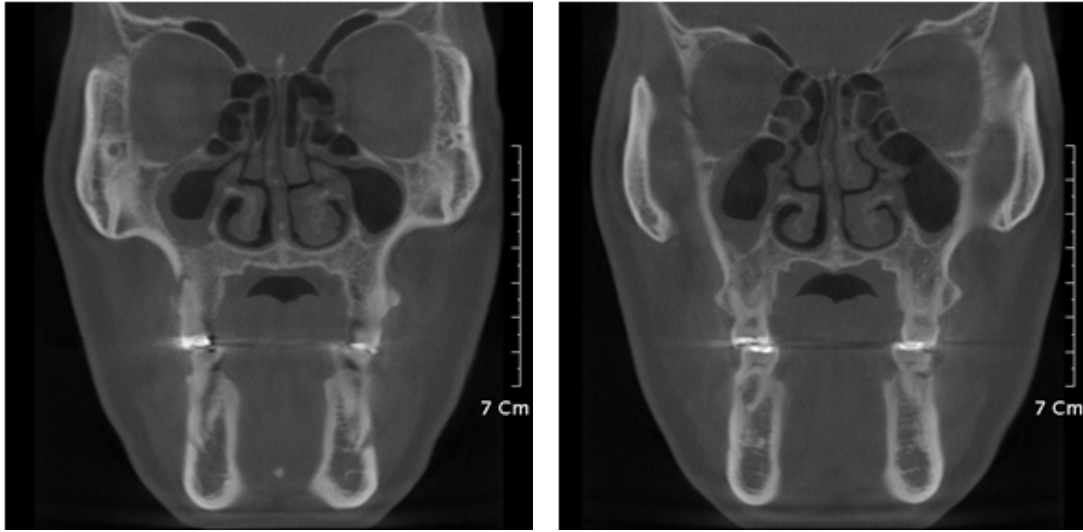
Computerized tomography
